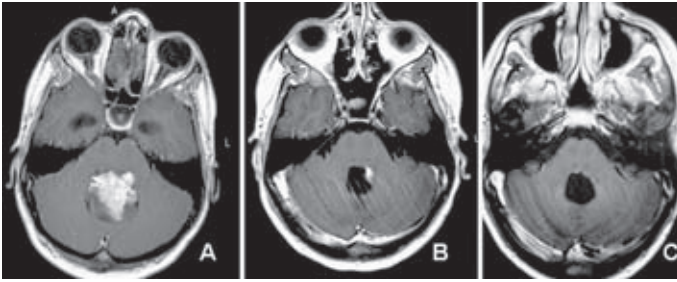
A: RM preoperatorio de un ependimoma de IV ventrículo. B: RM postoperatoria tras la primera cirugía, observándose un resto tumoral a la altura del pedúnculo cerebeloso superior izquierdo. C: RM postoperatoria tras la segunda cirugía, sin evidencia de resto tumoral.
